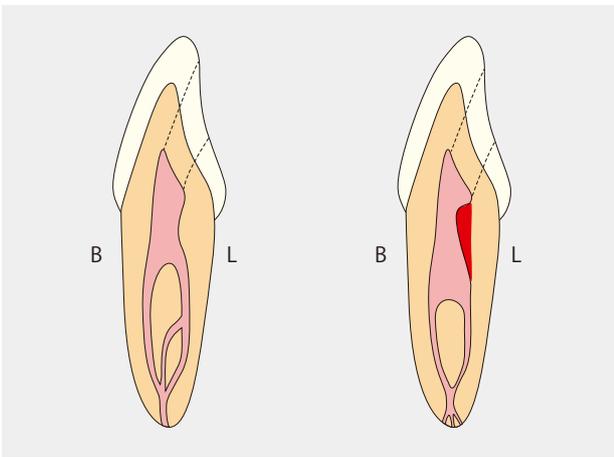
前歯の窩洞アウトライン形成. リンガルショルダー (赤い部分) を超音波チップで除去する
